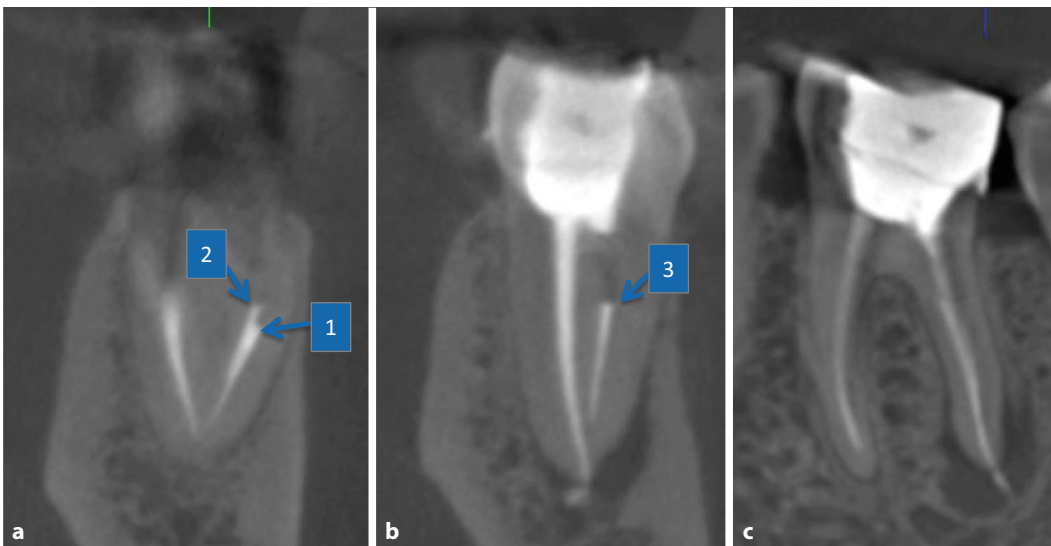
◀ DVT-Ausschnitte in 3 Ebenen zur Ermittlung der Anatomie und genauen Lagebestimmung der Fragmente (1–3). a Frontale Ansicht der mesialen Wurzel. Zwei verteilte Fragmente können vermutet werden, b Frontale Ansicht der distalen Wurzel mit einem weiteren Fragmentverdacht, c Saggitale Ansicht zur Bestimmung der Lage der Fragmente zur Krümmung des Wurzelkanals. DVT digitale Volumentomographie. (Mit freundl. Genehmigung © M. Arnold, alle Rechte vorbehalten)
